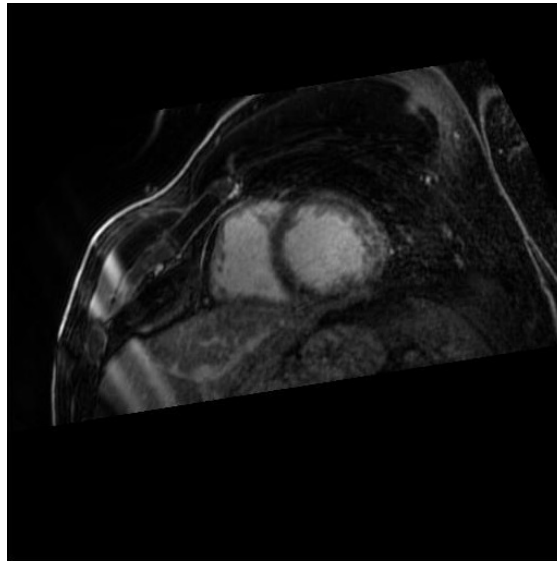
Corte del estudio de DE-MRI cedido por el Hospital Clínic de Barcelona para la construcción del modelo cardíaco 3D. Se observan en el corte las cavidades de ambos ventrículos y se aprecia la rotación efectuada para la obtención de la vista en el eje corto cardíaco
